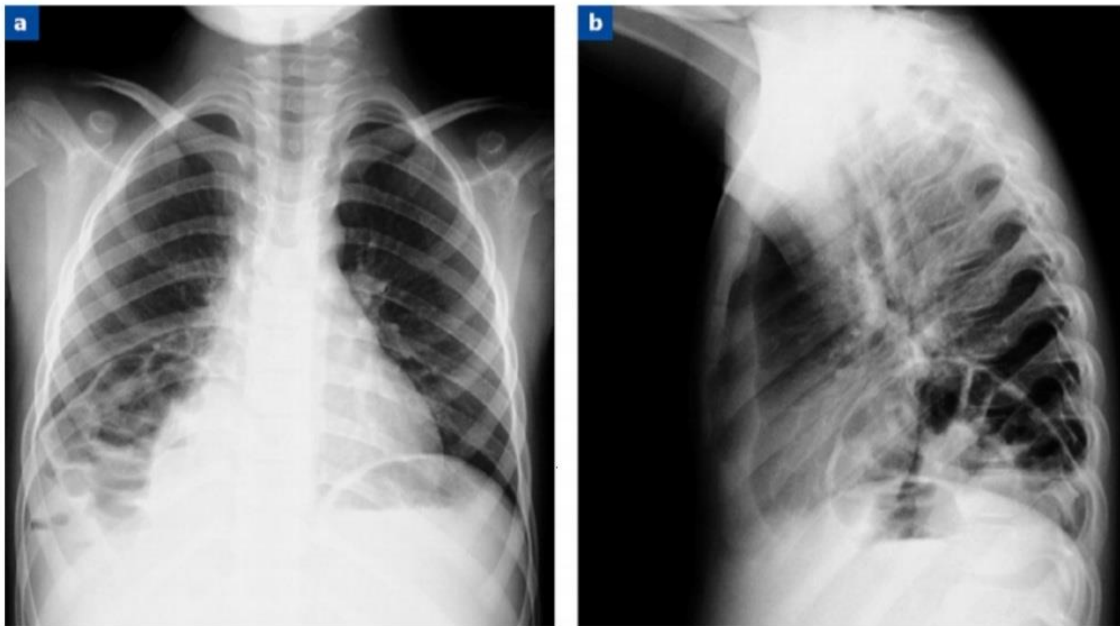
Radiographie thoracique ; a : Images hydro-aériques au niveau de la base pulmonaire droite, b : colon droit de situation intra-thoracique. [66]
